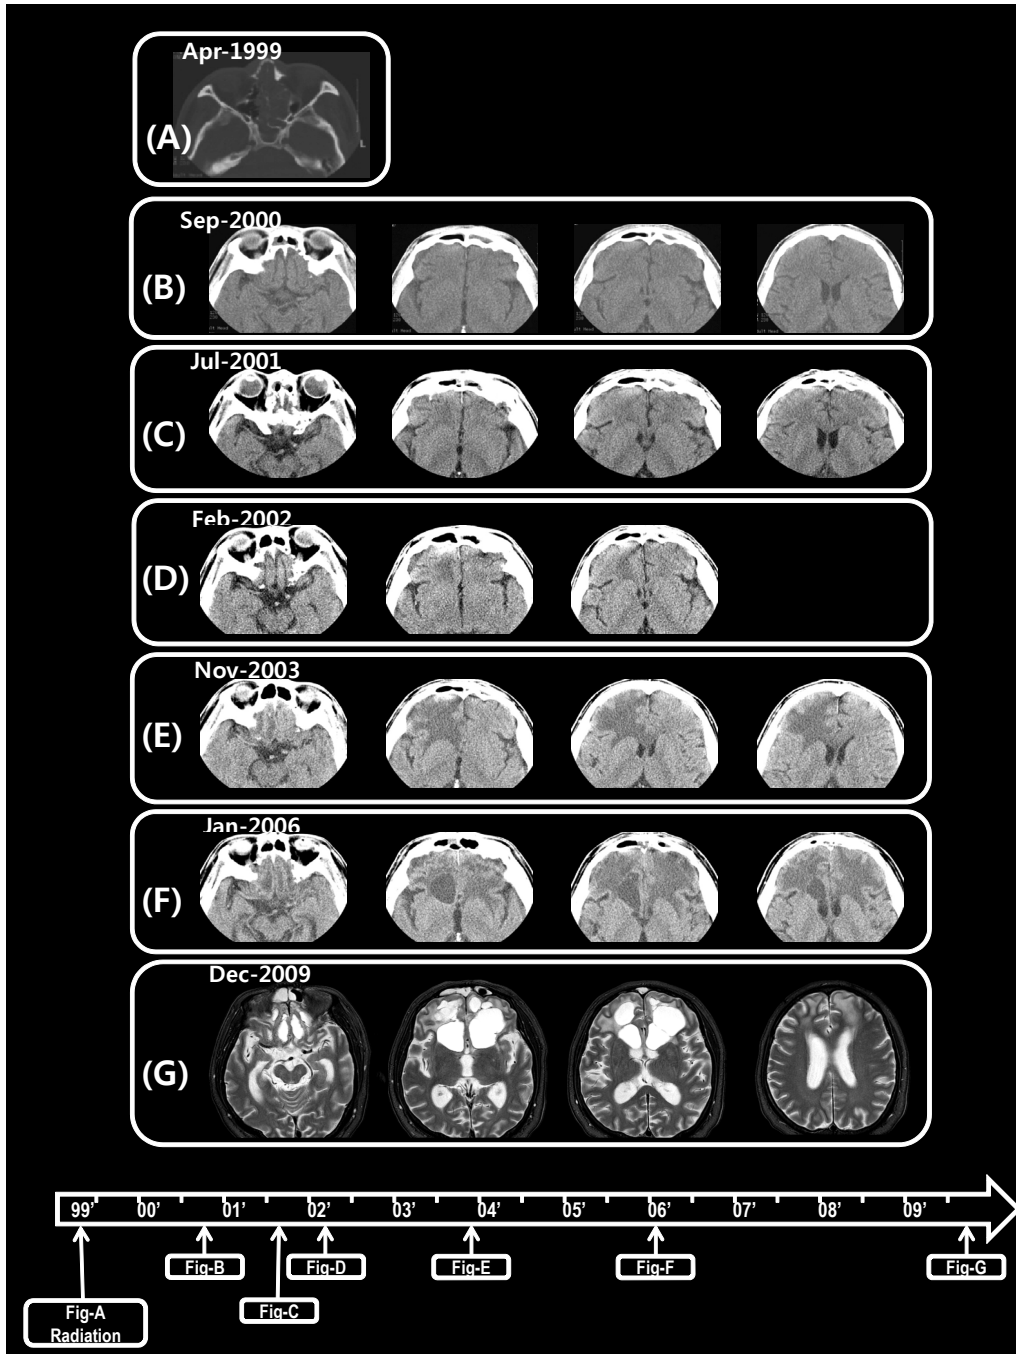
(A) CT scan showed ethmoid sinus lesions. (B-G) A CT in 2002 began to represent right frontal hypodense white matter which subsequently became larger and cystic in 2006. Left lesions later revealed changes that included hypodense white matter in 2006 and cysts in 2009. Brain atrophy was noted from 2006.
